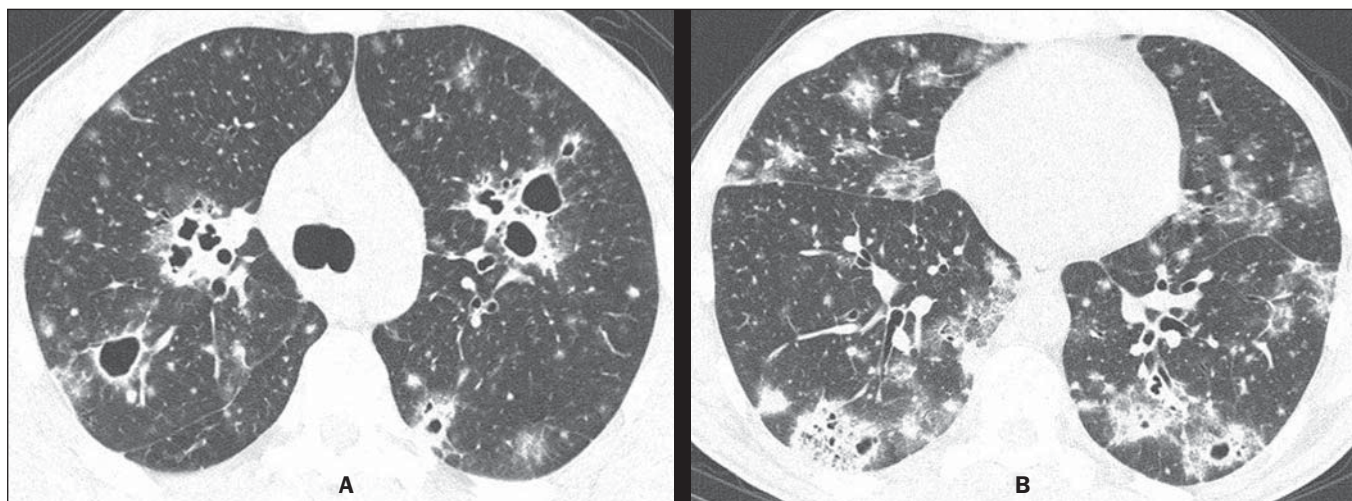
TC de alta resolução do tórax ao nível da carina (A) e dos lobos inferiores (B).
